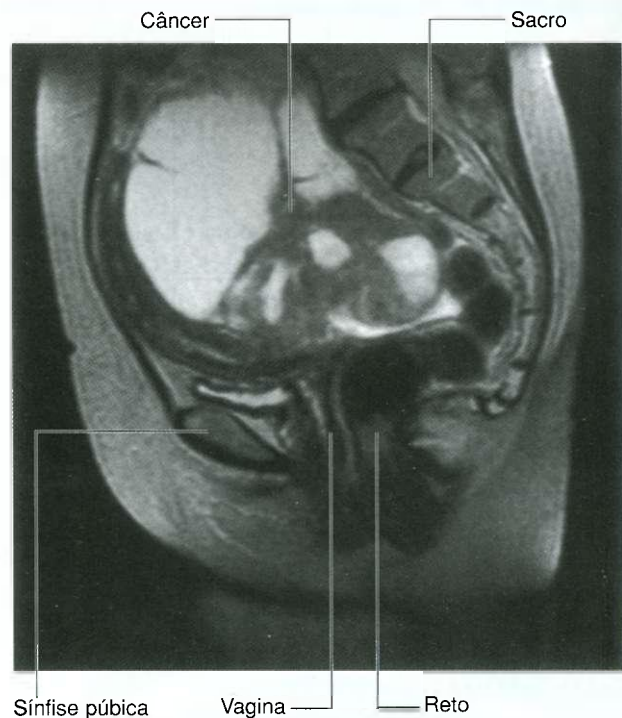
Ressonância magnética sagital, demonstrando câncer de ovário.
